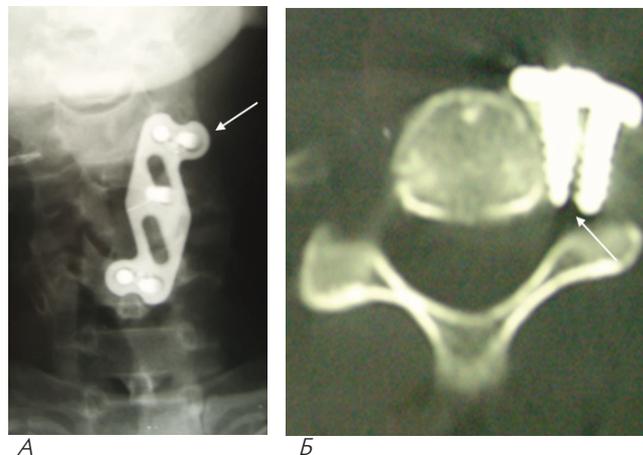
Послеоперационные спондилограмма и КТ шейного отдела позвоночника: а – верхние винты расположены в левом поперечном отростке С3; б – в канале левой позвоночной артерии определяется два винта.
